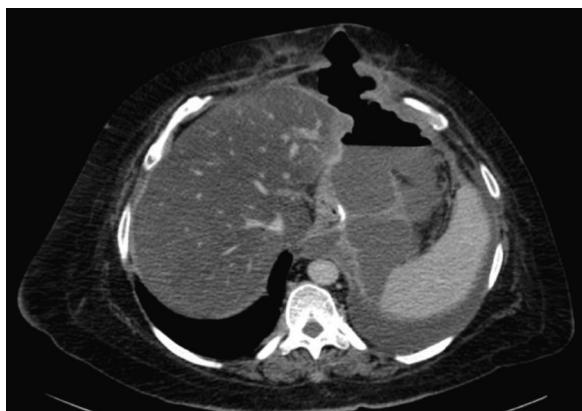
TAC abdominal con gran colección perigástrica y derrame pleural izquierdo secundario a fístula gástrica.
